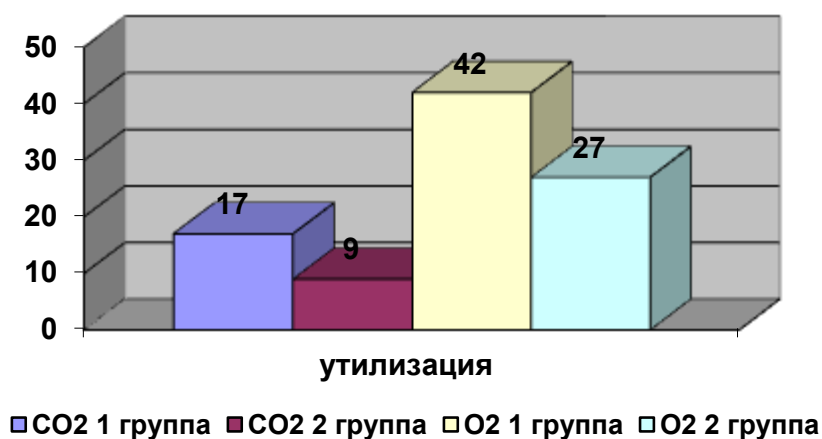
Выброс утилизация кислорода и CO₂ миокардом в реперфузионном периоде.
